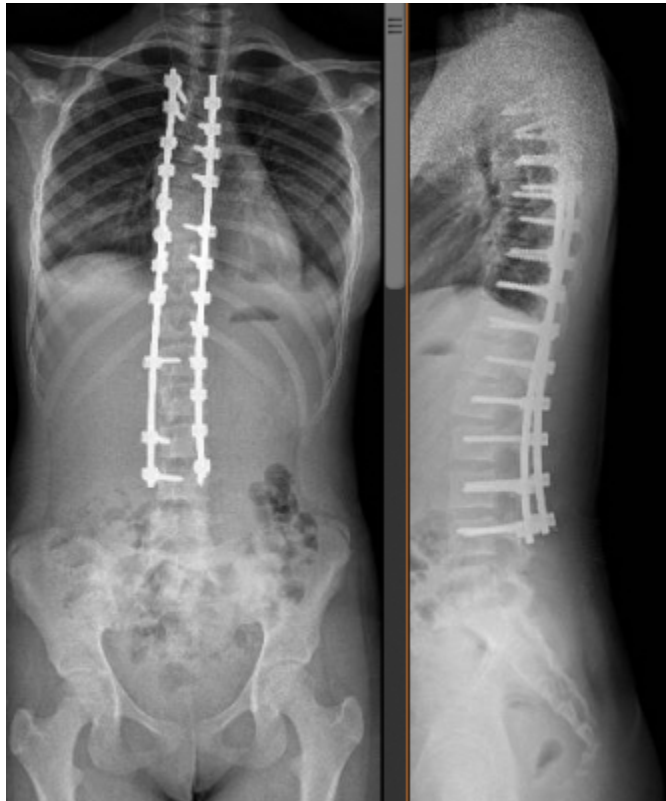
Radiografia da coluna após a correção cirúrgica para escoliose. Disponível em: <https://s32778.pcdn.co/wp-content/uploads/2020/06/artrodese-radiografia-de-cirurgia-de-escoliose-334x400.jpeg>
